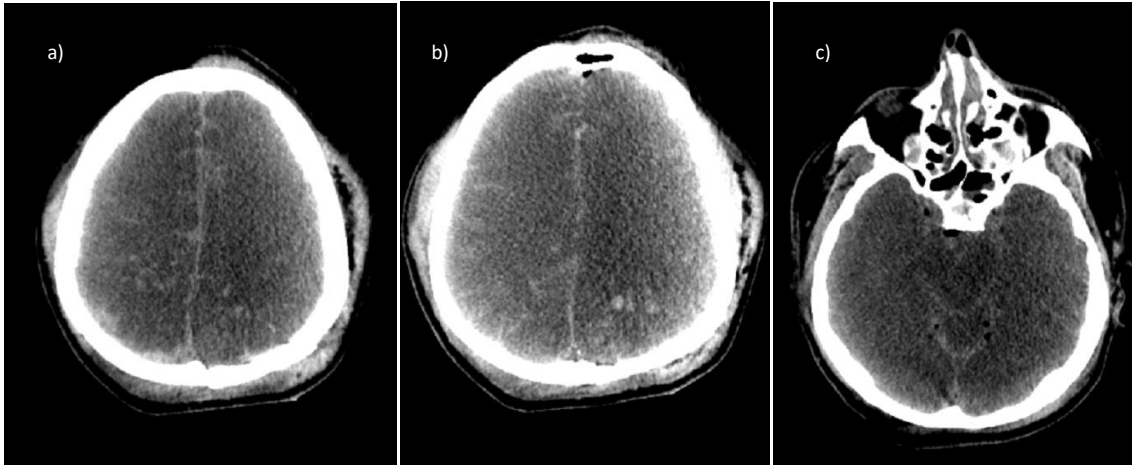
Paciente masculino de 40 años con diagnóstico de TCE severo tras sufrir accidente de tránsito de tipo volcadura. a) y b) cortes axiales de tomografía simple donde se observa pérdida de la diferenciación entre sustancia gris – blanca por edema, imágenes hiperdensas puntiformes en el espesor del parénquima cerebral sugestivas de daño axonal difuso. C) También es visible ocupación de surcos, cisuras y cisternas de la base por hemorragia subaracnoidea. Imágenes cortesía del departamento de Imagenología del Hospital General de Mexicali
